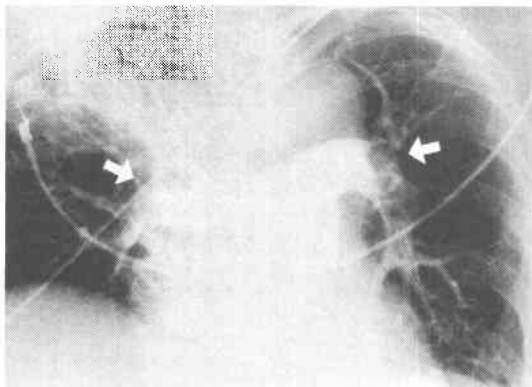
Chest X-ray on the onset day.
